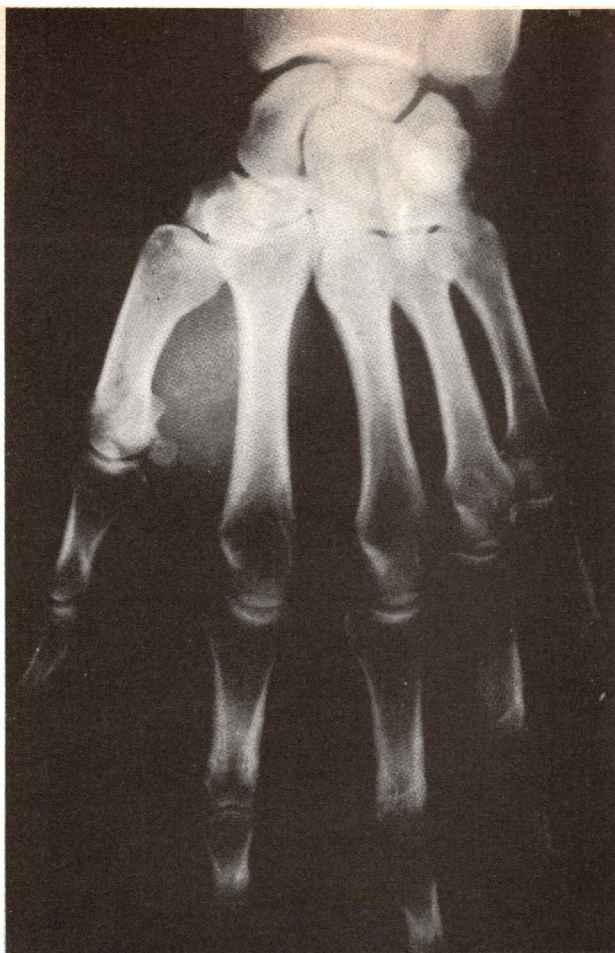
Radiografía de frente de los metacarpianos.
